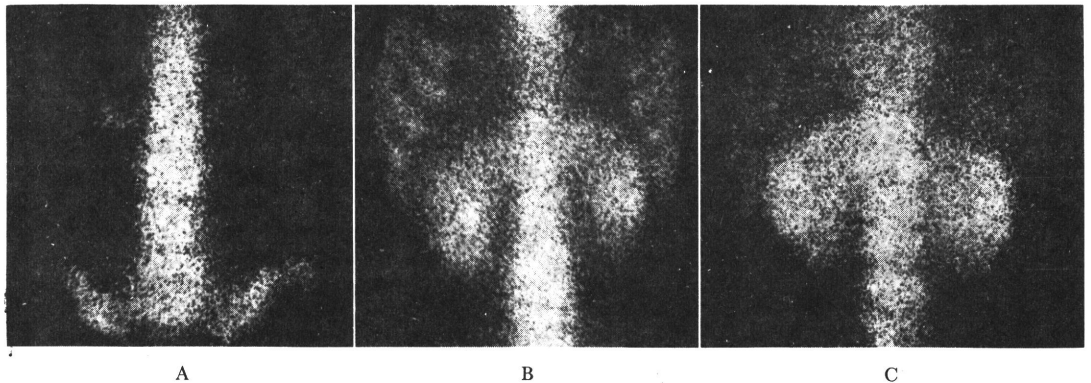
(A)  $^{18}\text{F}$  positronscintigram, setting focal plane on the lumbar vertebral level. (B)  $^{99\text{m}}\text{Tc}$ -pyrophosphate bone scintigram of frontal view on the same place. (C)  $^{99\text{m}}\text{Tc}$ -pyrophosphate bone scintigram of posterior view: Positron scintigram showed clear line of vertebral body. Activity clearance on the kidney was rapid and the costal image was disappeared by the tomographic effect.
